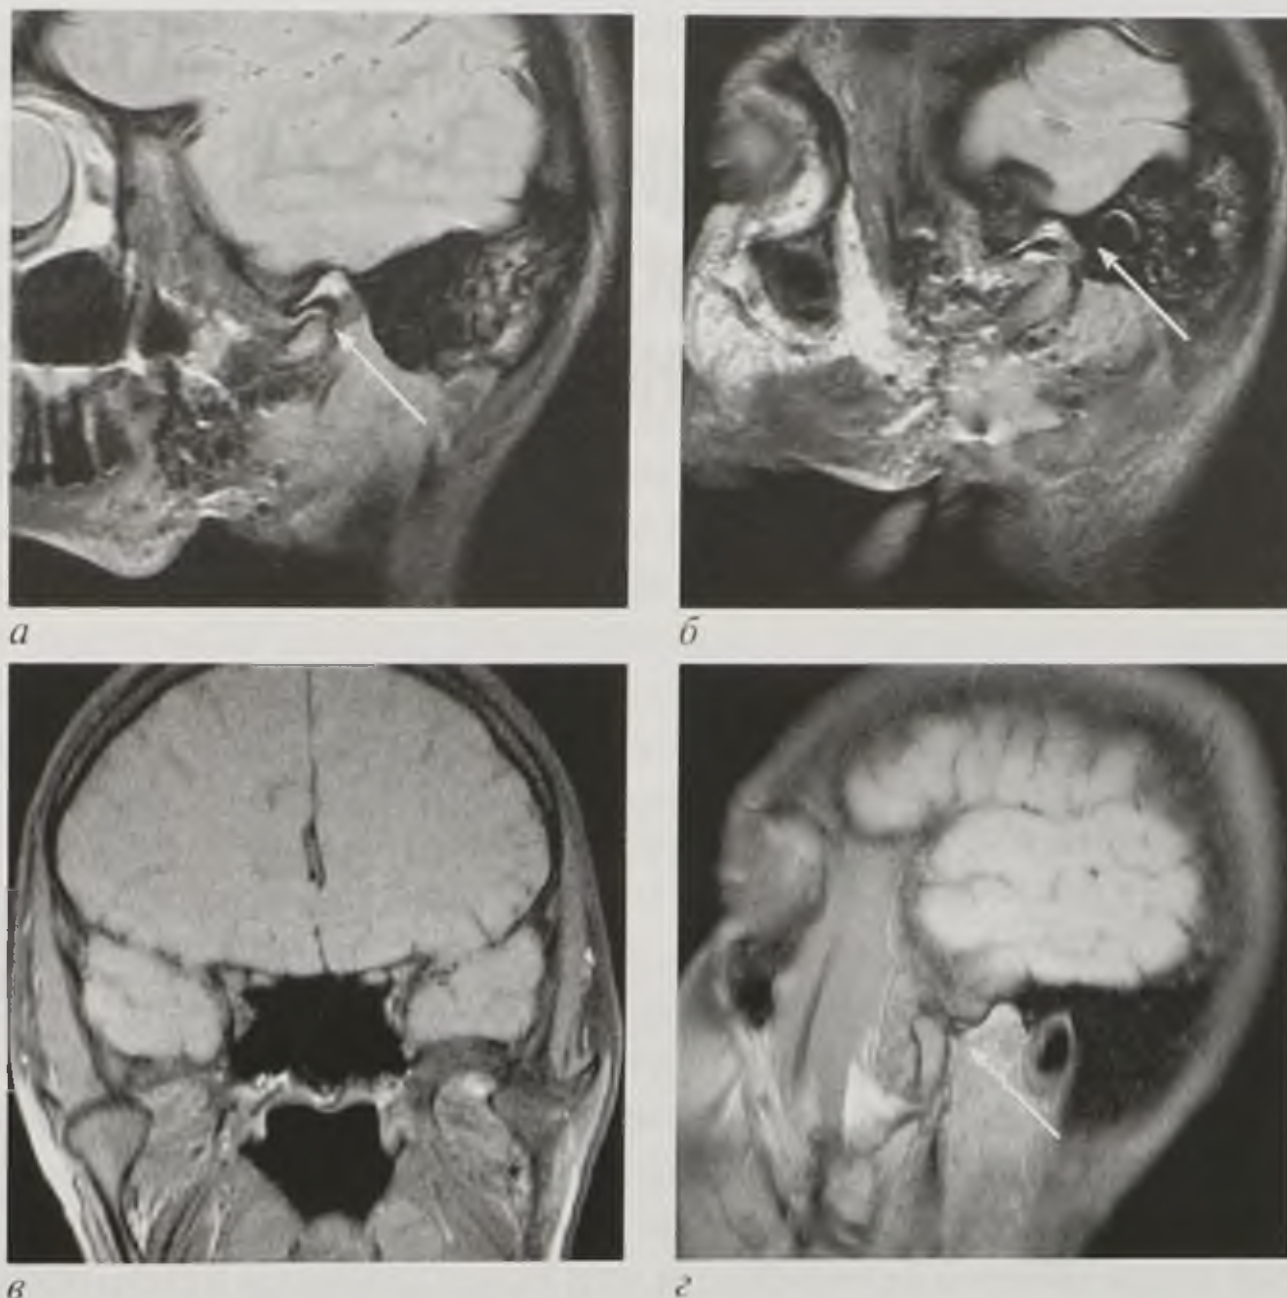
Магнитно-резонансные томограммы при различных вывихах в височно-нижнечелюстном суставе. Смещение суставного отростка нижней челюсти книзу (*а*), кзади (*б*), кнаружи (*в*), кпереди (*г*) (стрелки)
